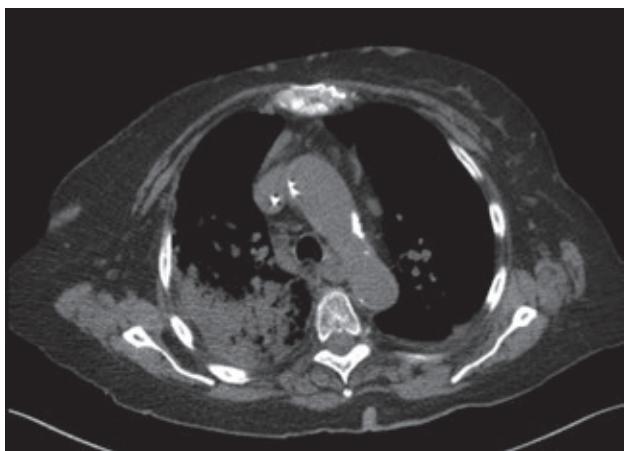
TAC de tórax que muestra opacidad con micronodulaciones en la región basal derecha.
